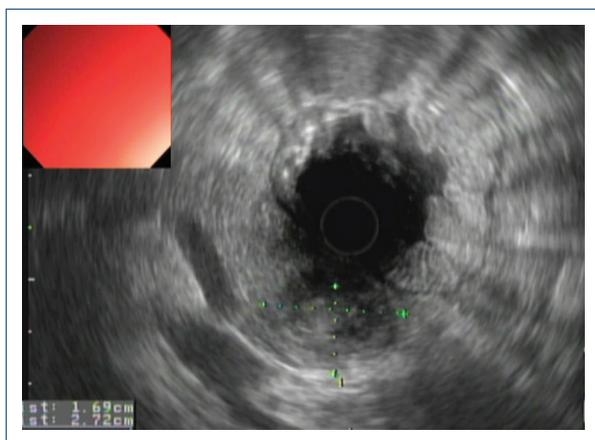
Ultrasonido endoscópico en el que se observa imagen hipocogénica y mal delimitada de contenido mixto en cola de páncreas.
